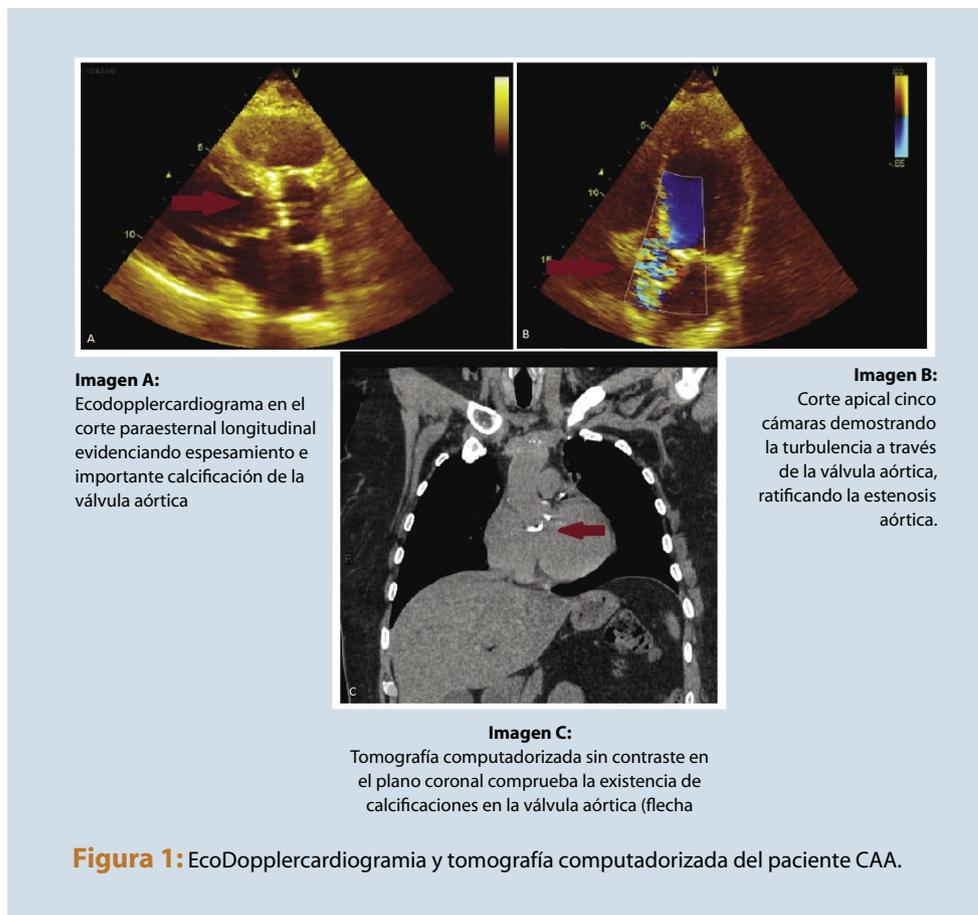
EcoDopplercardiogramia y tomografía computadorizada del paciente CAA.
